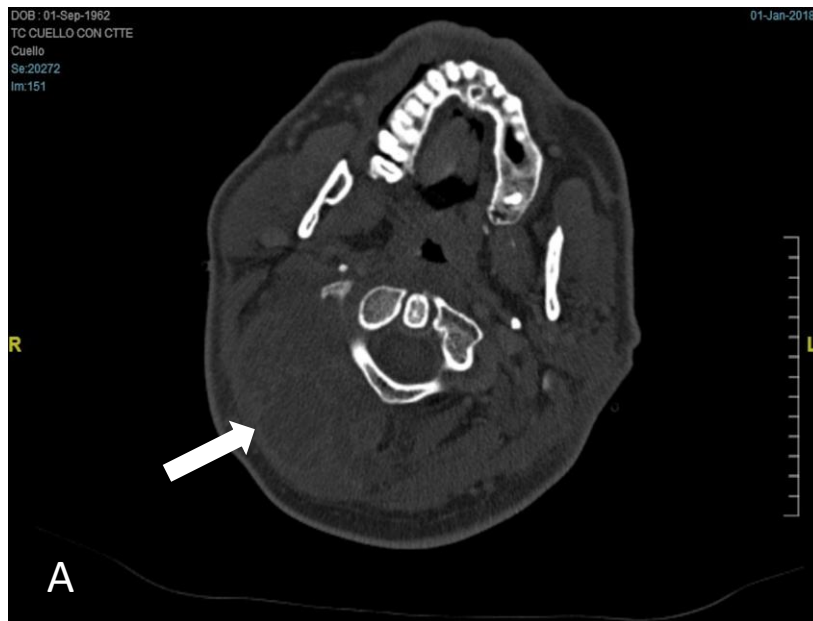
TC cráneo cervical que muestra extensa colección a nivel de musculatura paravertebral derecha en con erosión y osteolisis de pars interarticularis de C3 y C4 (cortes axiales), además de masas adenopáticas en cadena yugular y suraclavicular ipsilateral.
